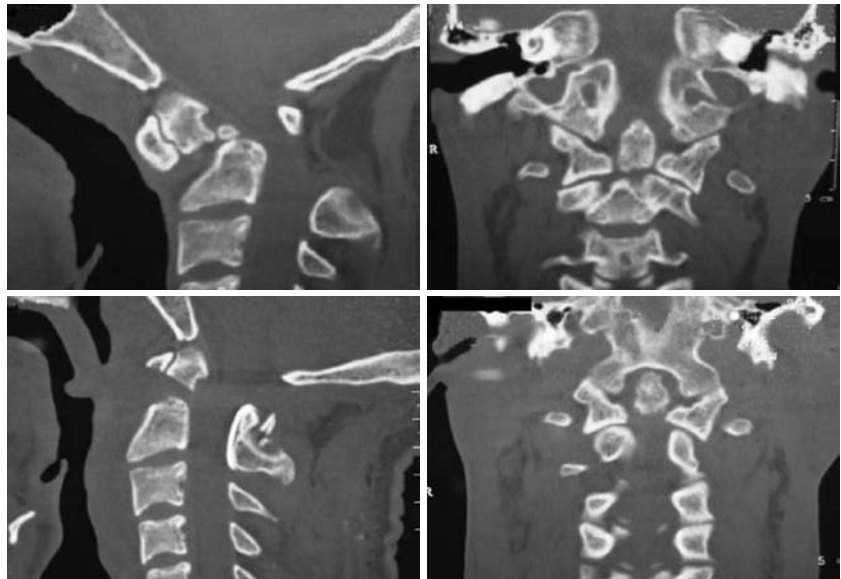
Мультидетекторная спиральная компьютерная томография (МСКТ). Визуализация динамических изменений положения зуба C_{II} .
